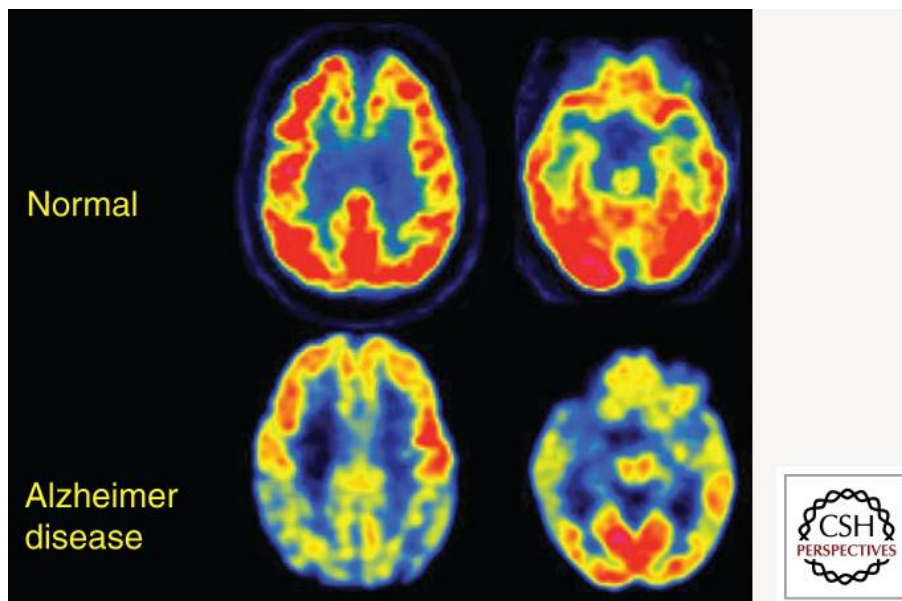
Immagini FDG-PET transassiali di un soggetto controllo normale e un soggetto con AD moderata. Si nota un severo ipometabolismo (regioni blu e gialle) a livello della corteccia limbica. Si tratta di una delle tipiche regioni cerebrali coinvolte nell'endofenotipo FDG di AD. Tra le altre troviamo i lobi parietale posteromediale (precuneo), parietale laterale, temporale laterale e temporale mediale. Questi pattern di ipometabolismo peggiorano lentamente in parallelo ai sintomi. [23]
